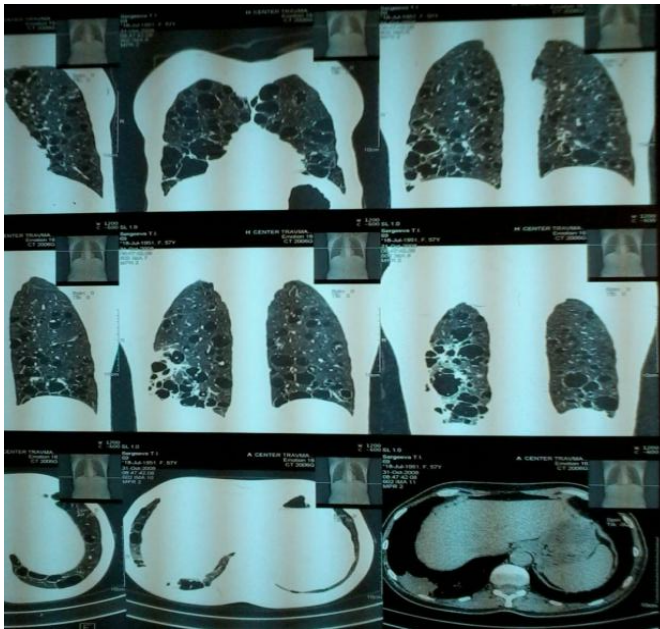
КТ-картина поликистоза легких
